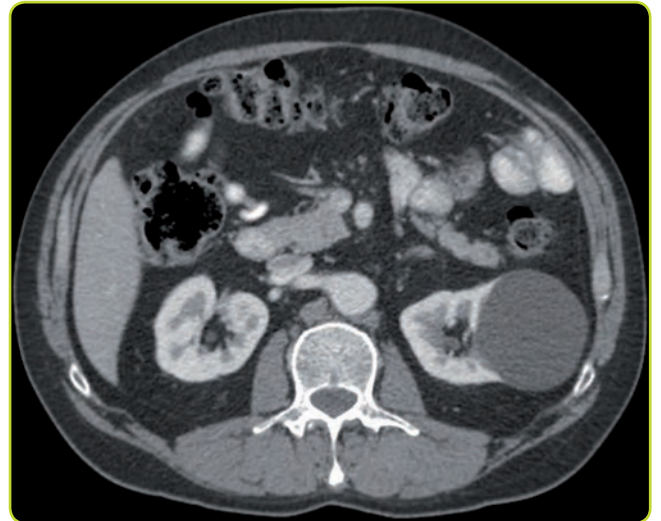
Quiste simple en riñón izquierdo visto por TC.
